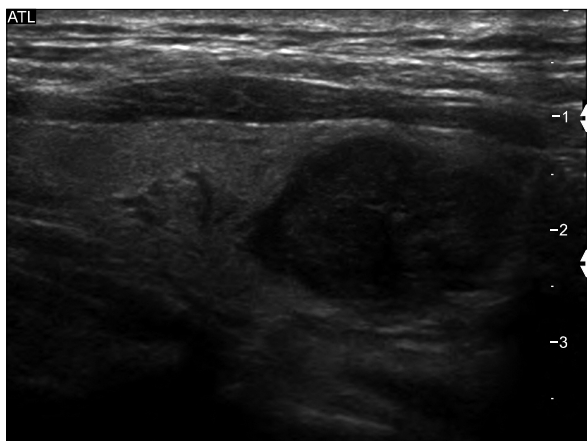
Ultrasonographic finding of hyalinizing trabecular tumor. Typical hypoechoic feature and speculated margin are shown.
